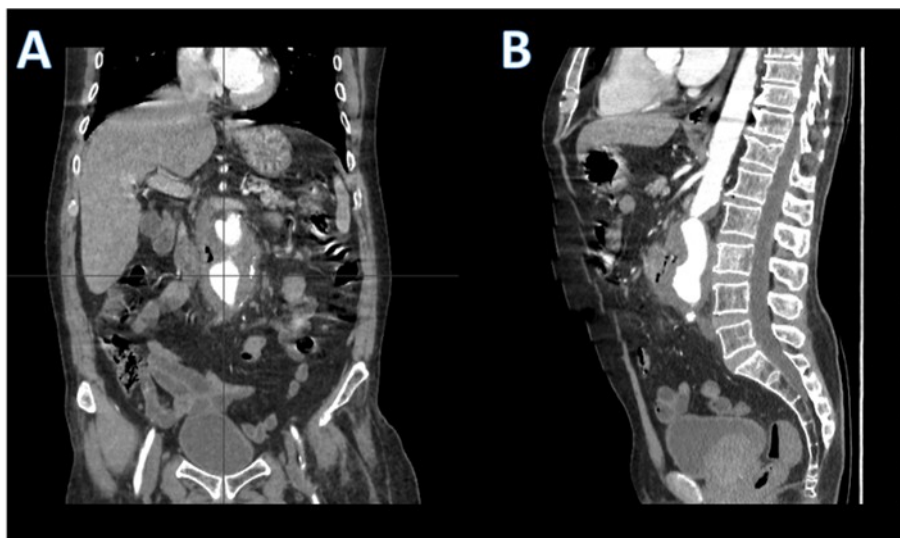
A y B. Tomografía abdominal con hallazgo de aneurisma de aorta infrarrenal con signos de ruptura contenida que sugiere fístula aortoentérica primaria.
